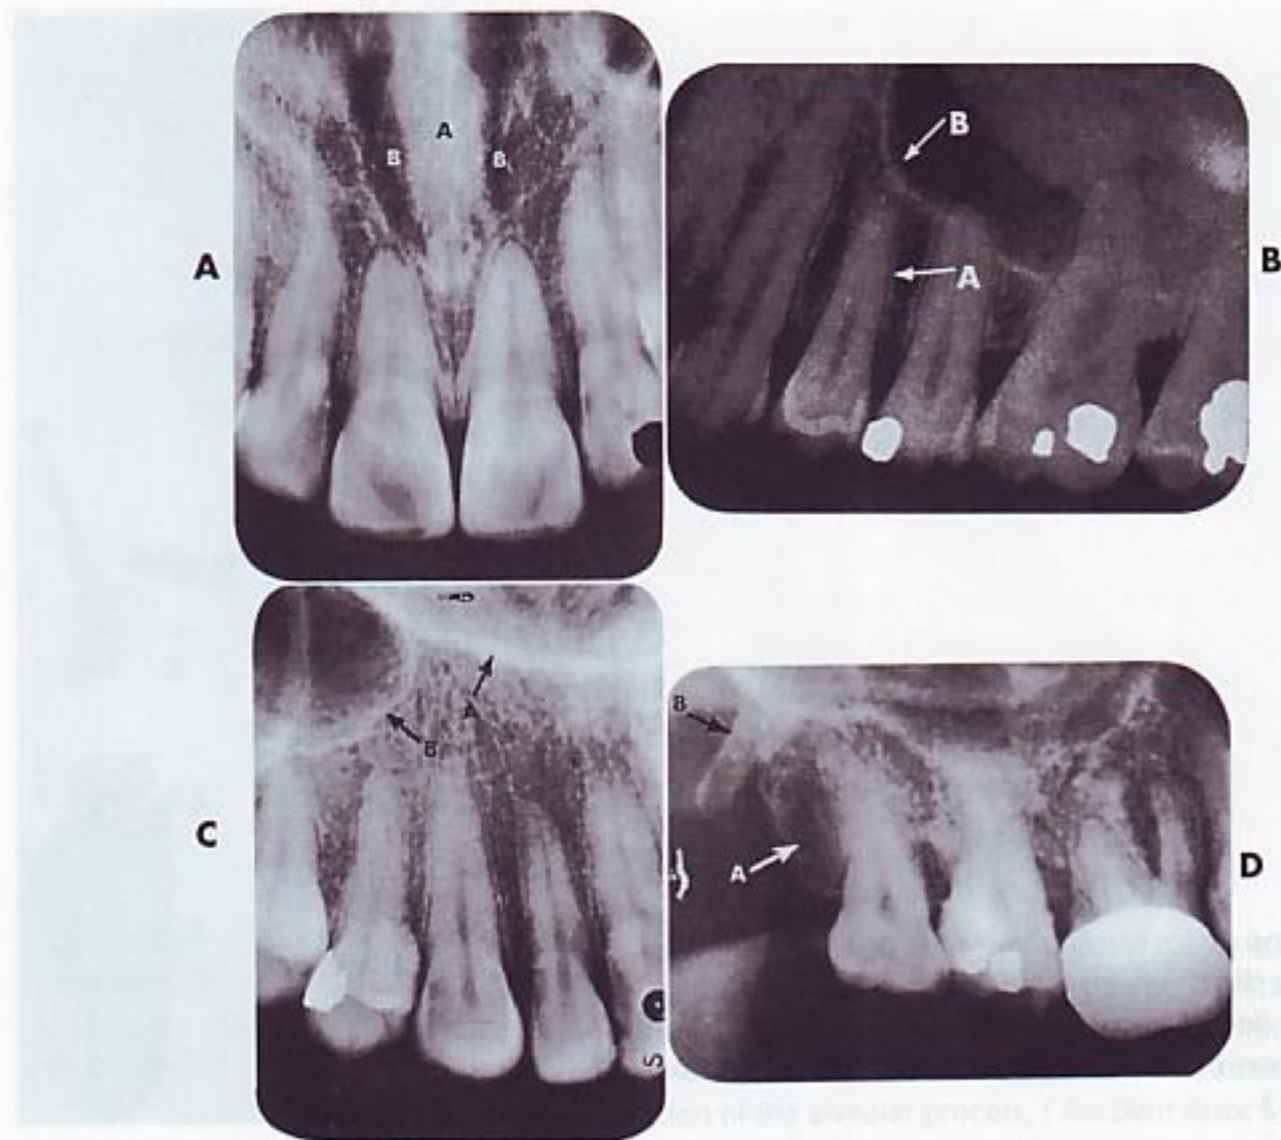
I A, radiografía de los incisivos centrales con el tabique nasal (A) y la fosa (B). B, radiografía que muestra el aspecto normal de la lámina cortical dura (A) y de la membrana periodontal (B). C, radiografía que describe la Y invertida, formada por la unión de la pared lateral (A) de la fosa nasal y la pared anterointerna (B) del seno maxilar. D, se observa la tuberosidad del maxilar (A) y la apófisis hamular del hueso esfenoides (B). (De McCauley HB: Anatomic characteristics important in radiodontic interpretation, *Dent Radiogr Photogr* 18:1, 1945.)
